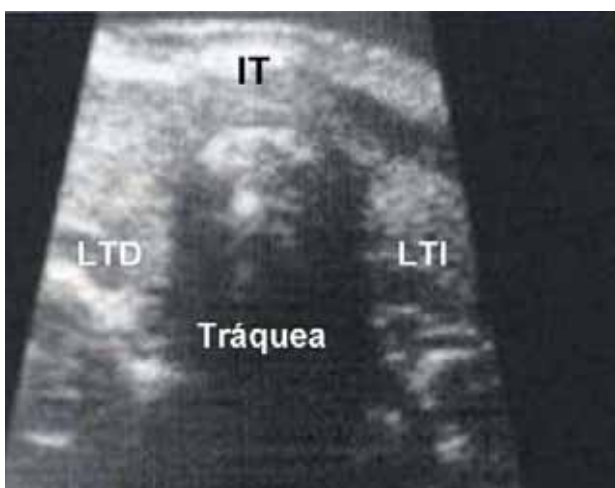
Ecografía del cuello que muestra la tráquea y sus relaciones con el tiroides (LTD: lóbulo tiroideo derecho; IT: istmo tiroideo; LTI: Lóbulo tiroideo izquierdo).
